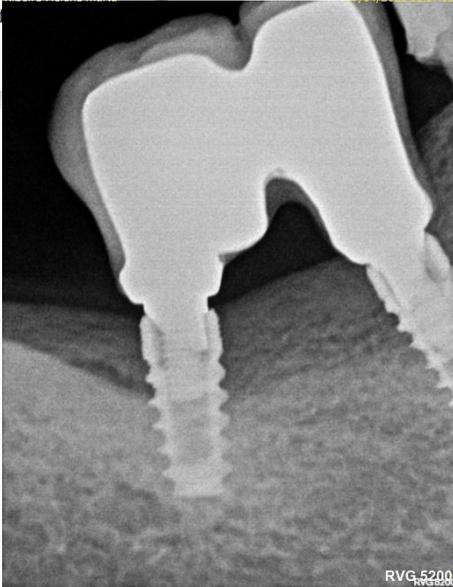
Radiografia periapical com imagens de coroas protéticas posicionadas, porém a paciente tinha queixa de mal adaptação das coroas, após desmontagem e revisão anterior.
